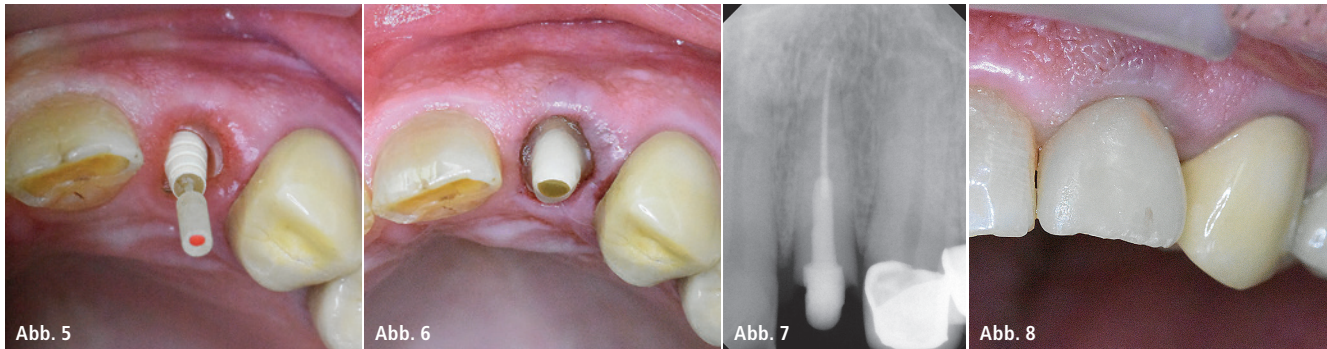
Anprobe Glasfaserstift (Komet DPXCL6, 090). – Abb. 6: Glasfaserstiftaufbau präpariert. – Abb. 7: Röntgenbild vom Stiftaufbau. – Abb. 8: Krone eingesetzt mit Multilink Automix (Ivoclar Vivadent).
